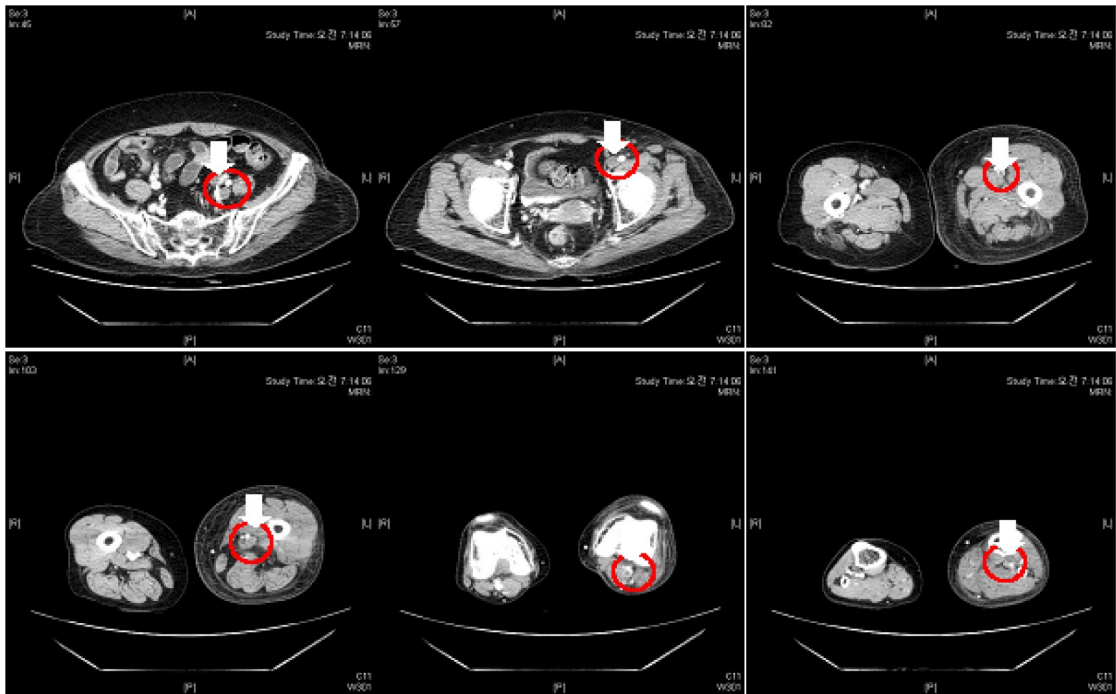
CT lower extremity (enhanced) (X.05.30).
